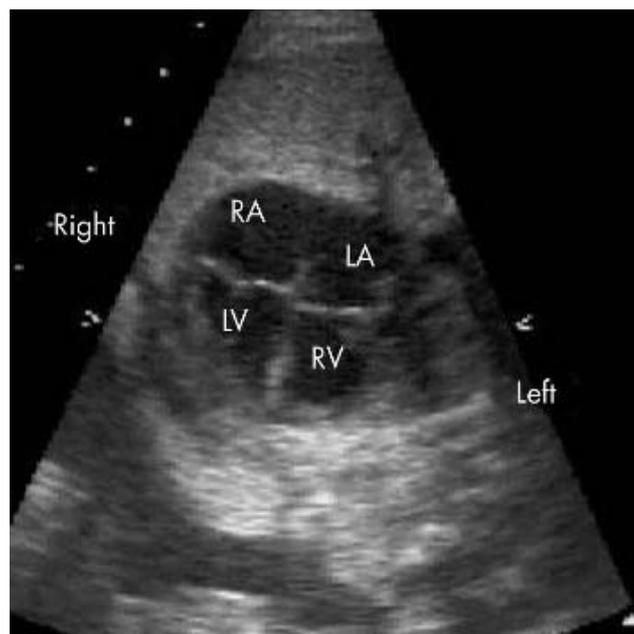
Exemple d'une anomalie tricuspide de type Ebstein dans le cadre d'une discordance atrio-ventriculaire (échographie foetale).(28)
